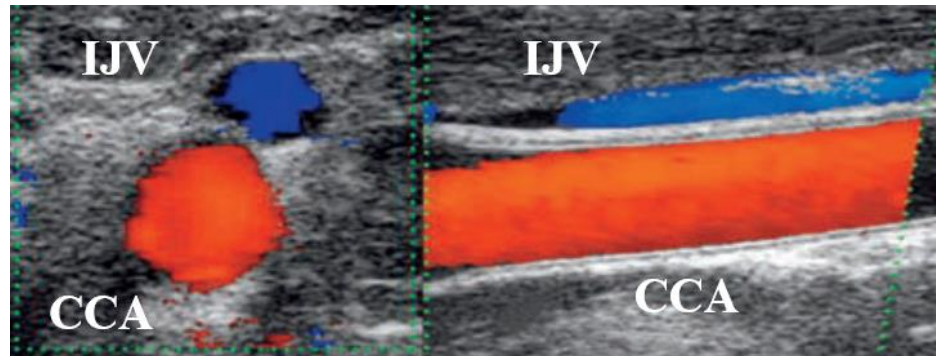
Imagem duplex com modo-B e modo Doppler Cor da CCA. Esquerda: Plano Transversal. Direita: Plano Longitudinal. Em ambas as imagens, a CCA está representada com cor vermelha e a Veia Jugular Interna com cor azul. Com este código de cores pode-se discernir que o fluxo sanguíneo tem direções opostas entre os vasos. Imagem adapta de [35].
